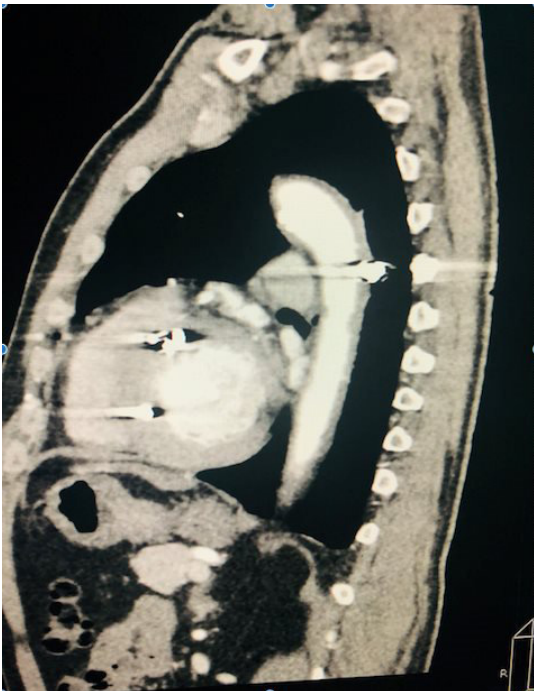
Angiotomografia diagnóstica com lesão cardíaca e de aorta grau III – caso 2.
